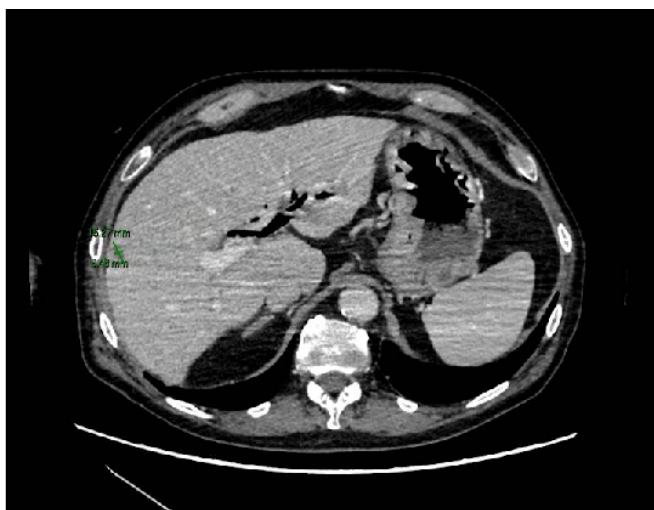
Imagen de TC corte axial en el que se observa hígado de contornos lobulados. En el segmento VI/VII una lesión hipodensa de 15x6 mm, compatible con absceso. Colectomía. Dilatación vía biliar y aerobilia.
